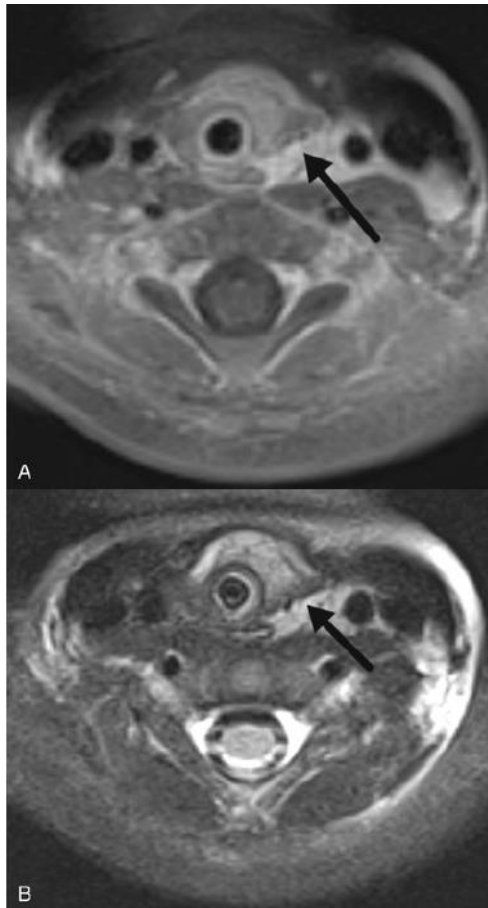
Subglottic hemangioma. Contrast-enhanced T1-weighted magnetic resonance imaging with fat suppression shows a soft tissue mass (arrow) in the lateral aspect of the subglottic airway.
